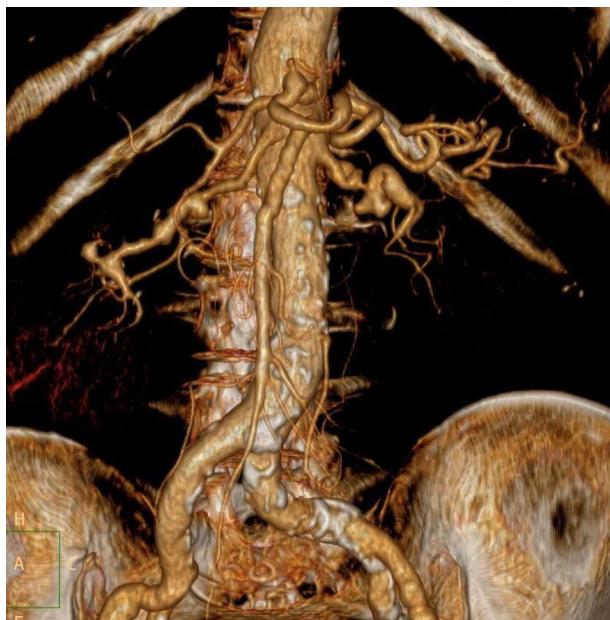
Reconstrucción de la angio-TC, donde vemos la imagen en «collar de perlas» (estenosis y dilataciones postestenóticas) de las arterias renales, típica de la displasía fibromuscular.
